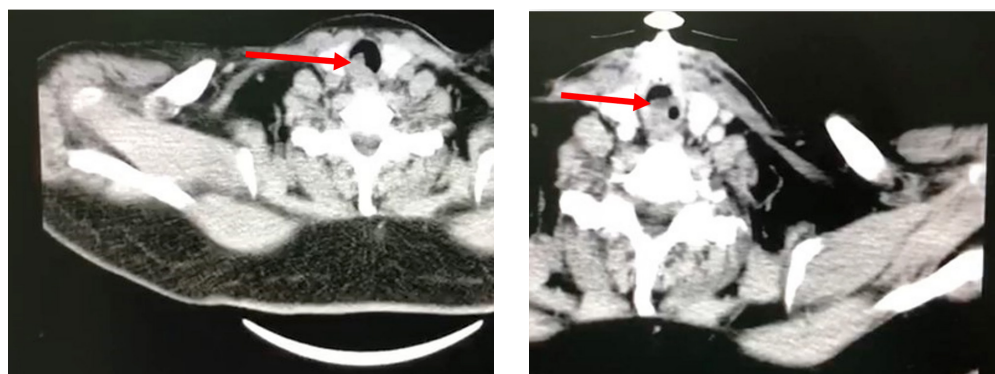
Tomografía axial computarizada de la paciente. Se evidencia lesión endoluminal (flecha roja) que compromete gran porcentaje de la circunferencia de la tráquea que explicaría la manifestaciones respiratoria de nuestro paciente. Fuente: Autores.
